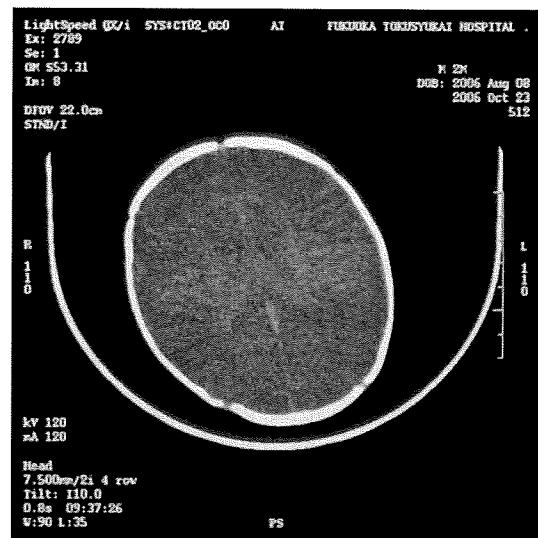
10病日 2006.10.23 CT
